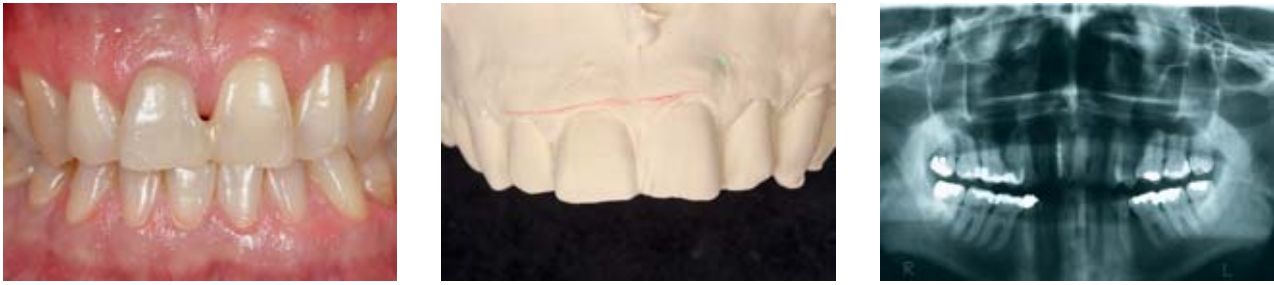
Das Röntgenbild der Ausgangssituation zeigt die querfrakturierte Wurzel an Zahn 11. Das asymmetrische Längen-Breiten-Verhältnis der beiden natürlichen Frontzähne stellt sich in der Ästhetikanalyse deutlich dar.
